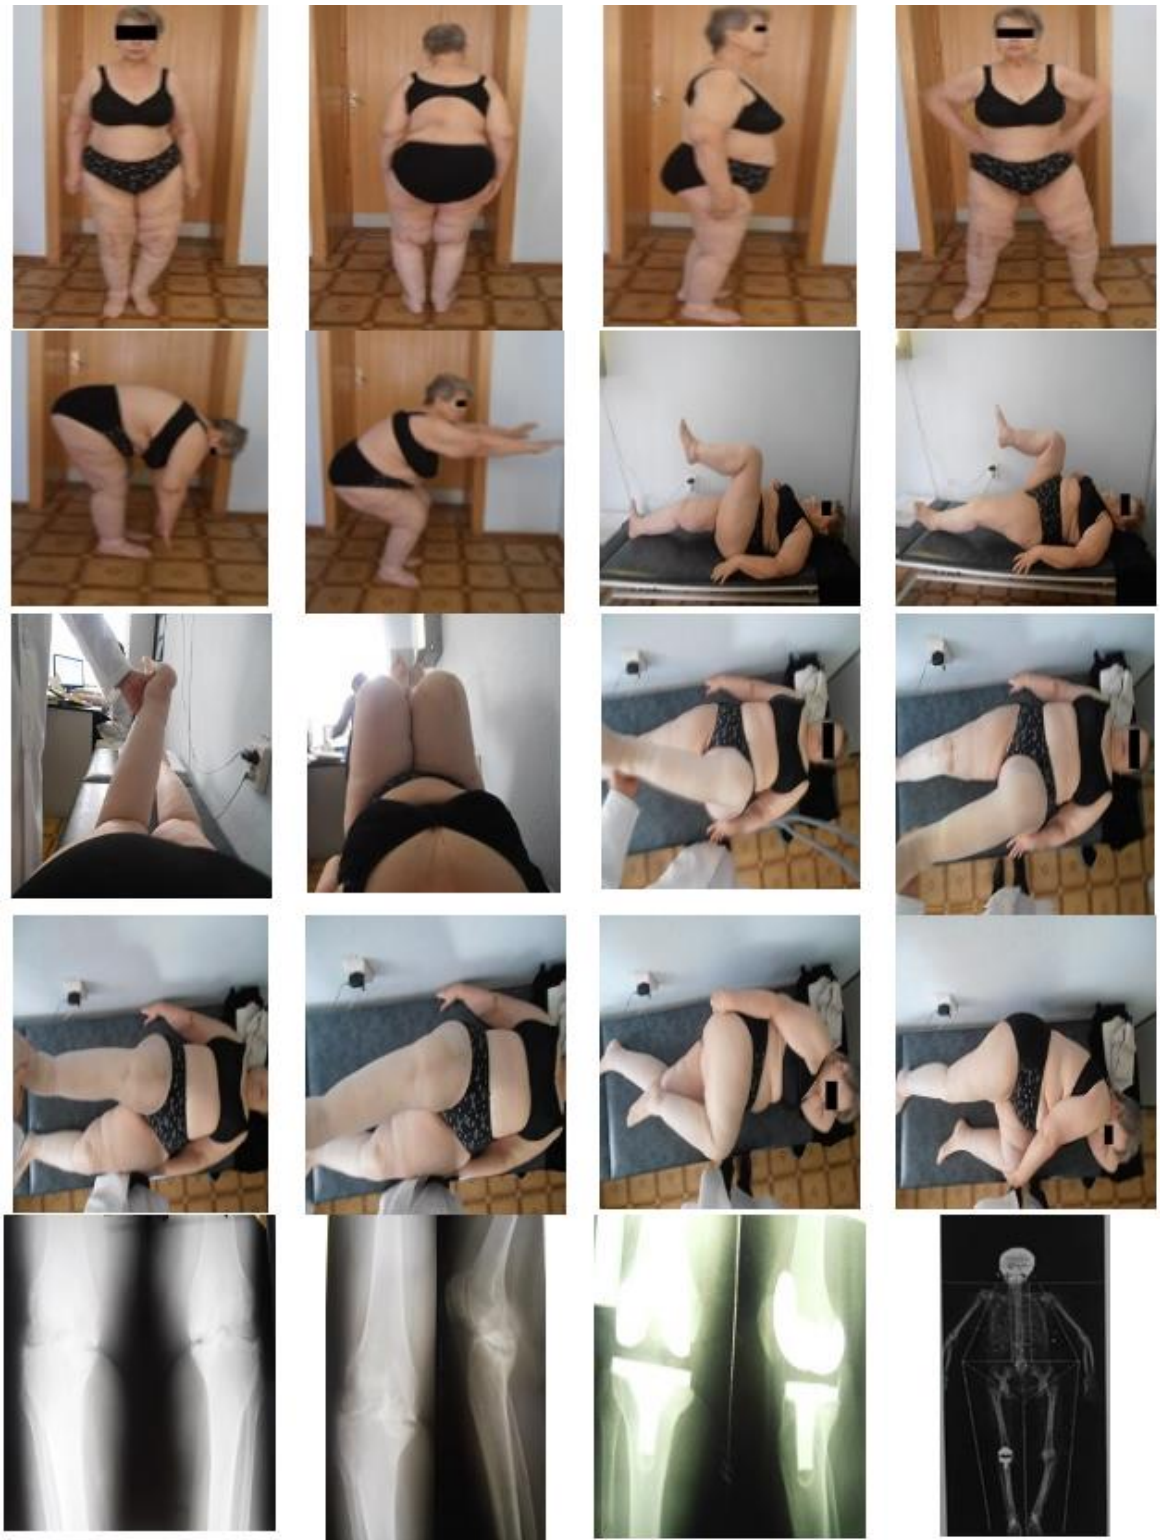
Пациент П., ♀ 1945 г. р., Ds: ОА правого коленного сустава III ст. по К. L. Эндопротезирование правого коленного сустава. Лучевое обследование выполнено с применением рентгенографии, а также рентгеновской абсорбциометрии в режиме «все тело».
